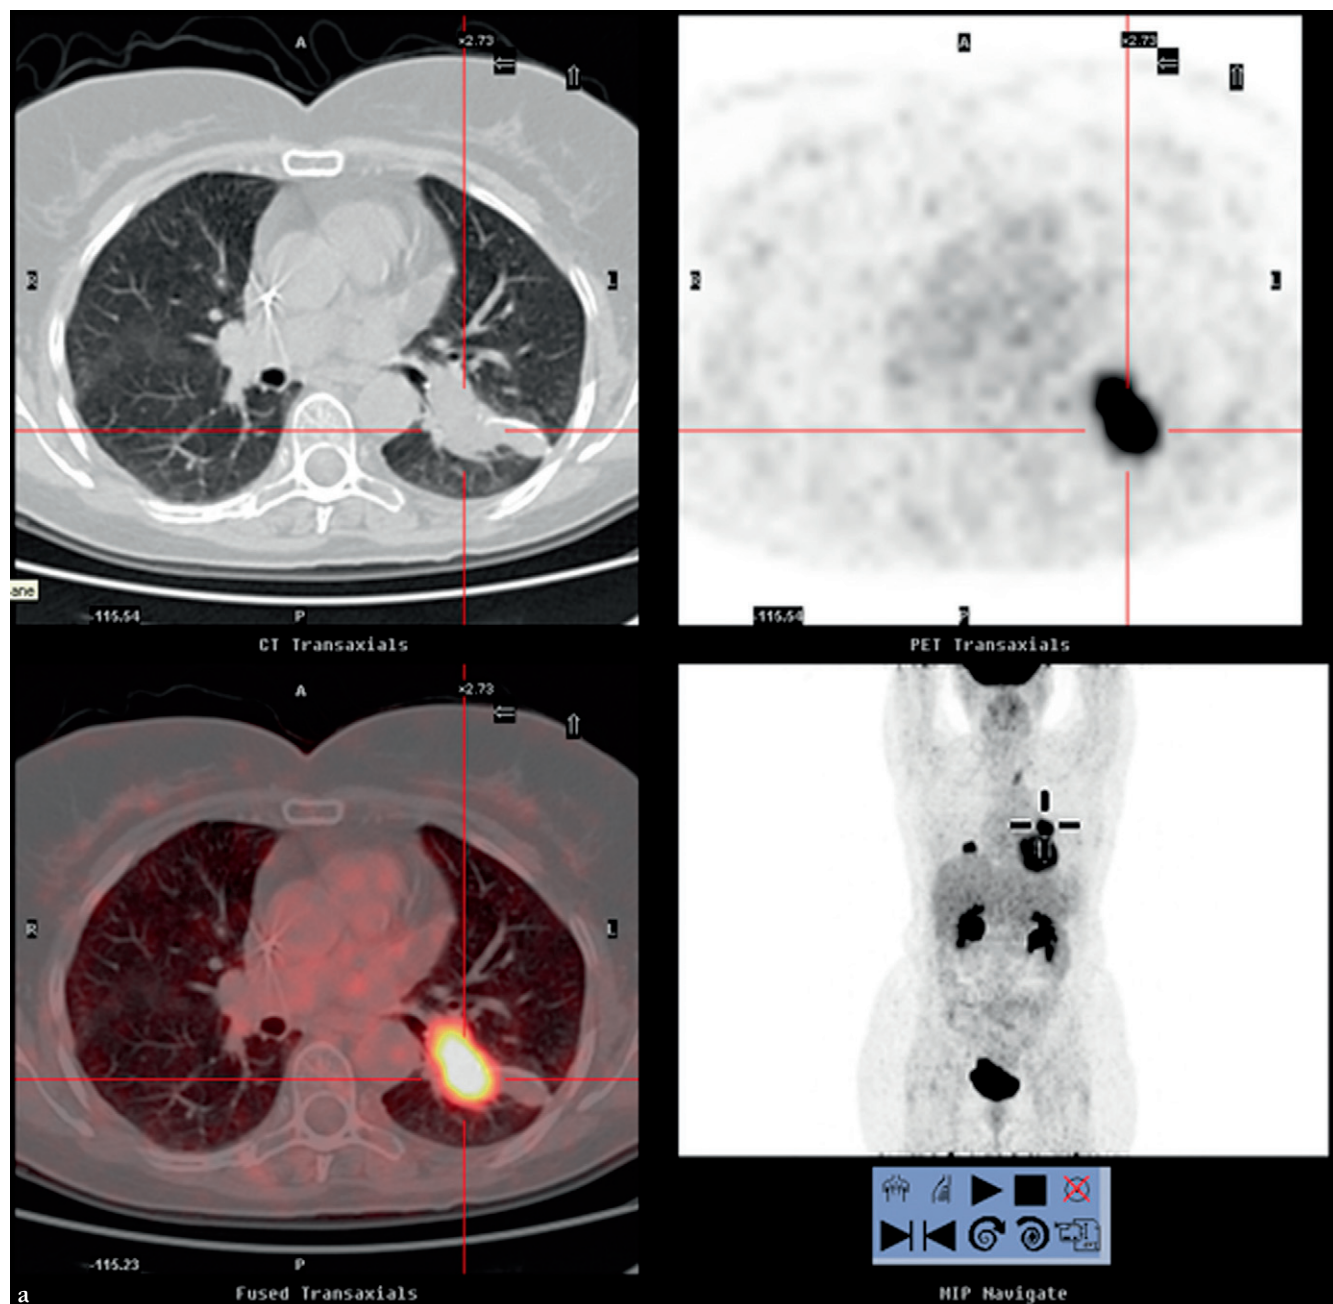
TEP-FDG. Bilan initial (P1) et après chimiothérapie (P2).
